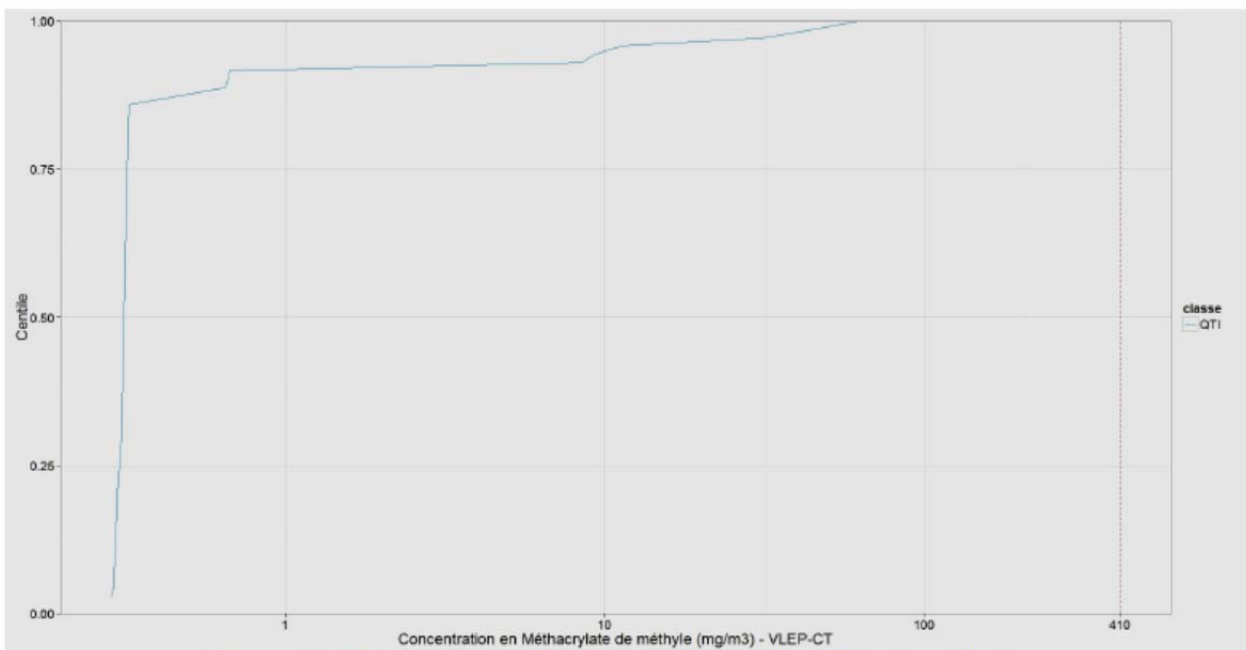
Comparaison à la VLEP-CT du méthacrylate de méthyle
